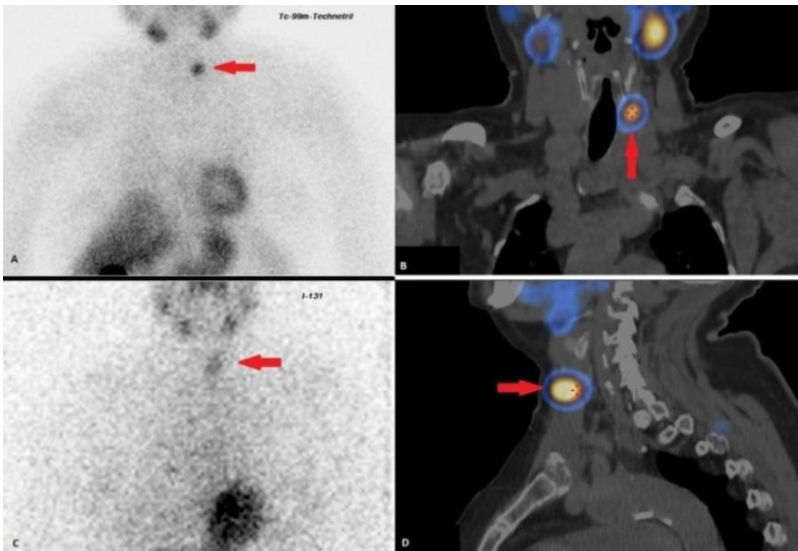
А - планарная сцинтиграфия с ^{99m}Tc -технетрилом, визуализируется очаговое накопление РФП в проекции средней/нижней трети ложа ЩЖ слева (→); В - ОФЭКТ-КТ с ^{99m}Tc -технетрилом, исследования выполнены через 1,5 часа после введения РФП. (Визуализируется образование с гиперфиксацией РФП, расположенное слева в ложе ЩЖ (→); С – фрагмент планарной сцинтиграфия с ^{131}I с низкоинтенсивным накоплением ^{131}I в проекции ложа левой доли ЩЖ (→); D - ОФЭКТ-КТ с I-131 выполненная после 48 часов с момента введения РФП. Визуализируется ткань, накапливающая ^{131}I , в проекции ложа ЩЖ слева (→).
